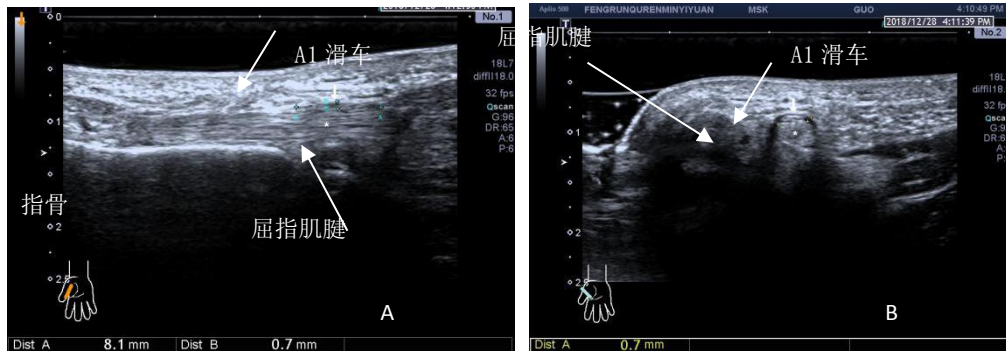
A1 滑轮正常超声图。A 图长轴显示；B 短轴显示
